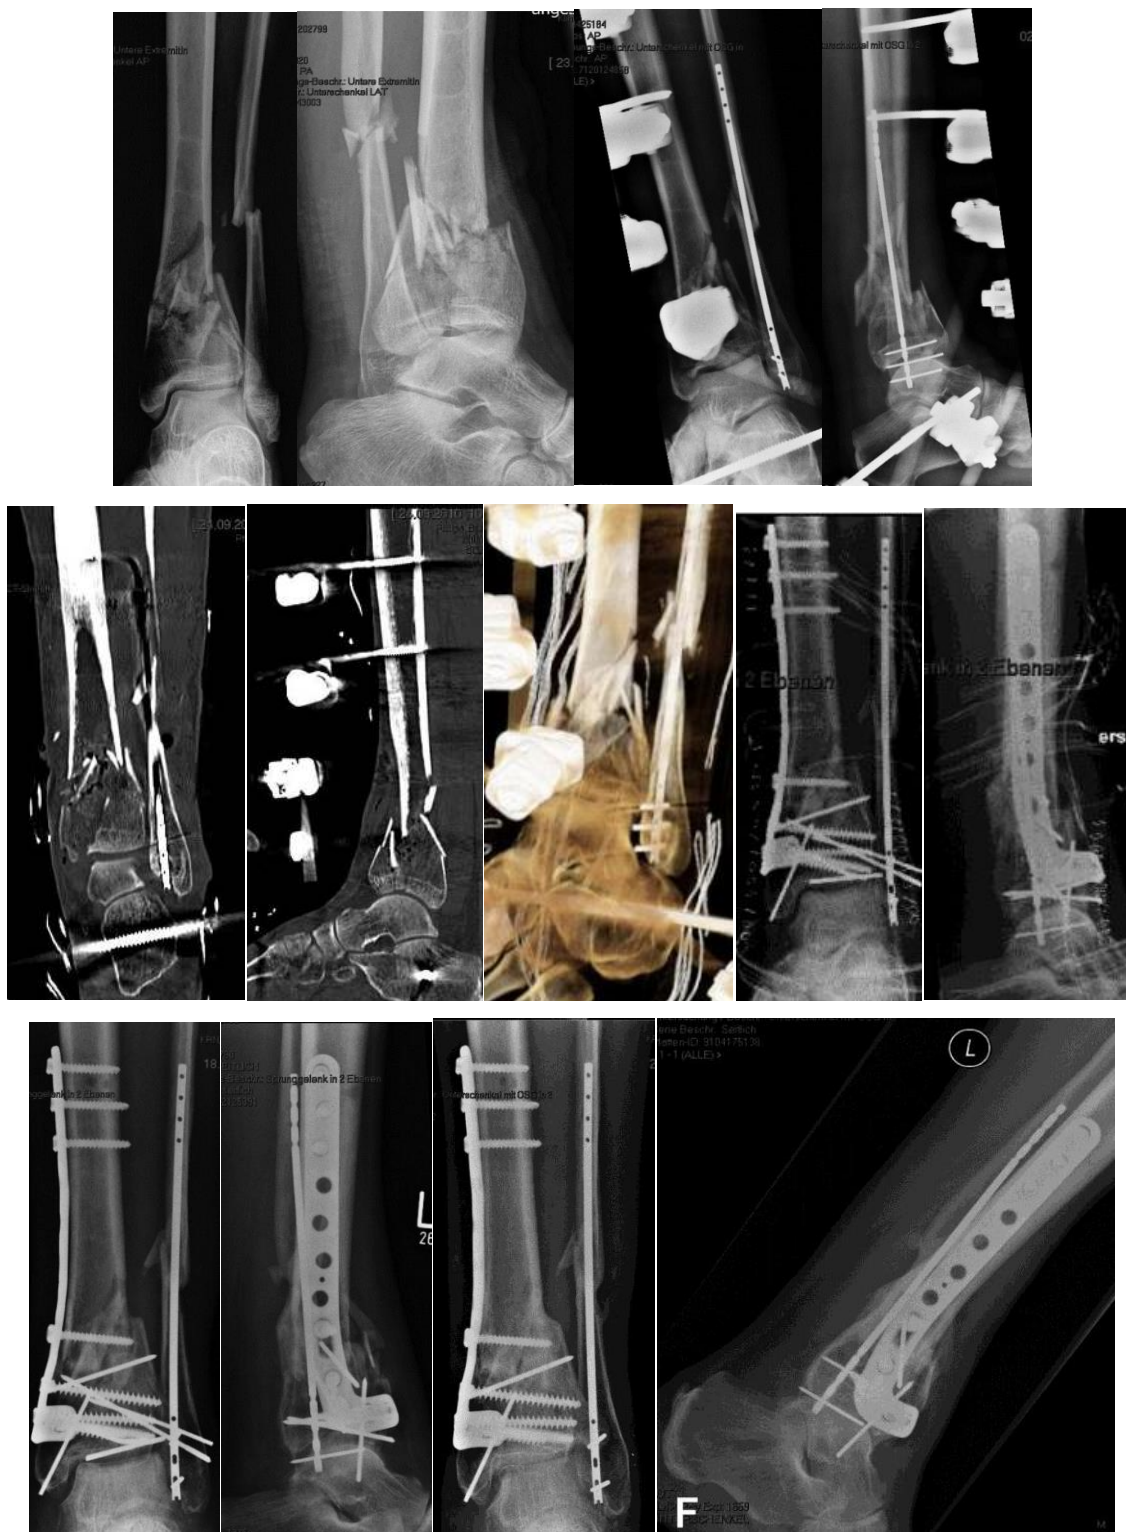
Fractură 43 C2 deschisă tip IIIB. Osteosinteza etapizată: osteosinteza internă a peroneului cu XS nail și fixator extern pilon tibial; examenul CT face parte din planningul etapei a doua, osteosinteza internă cu abord deschis limitat și stabilizare cu placă în "L" premulată pe versantul intern al pilonului. Aspect la 1 an postoperator, artroză marcată a gleznei.
